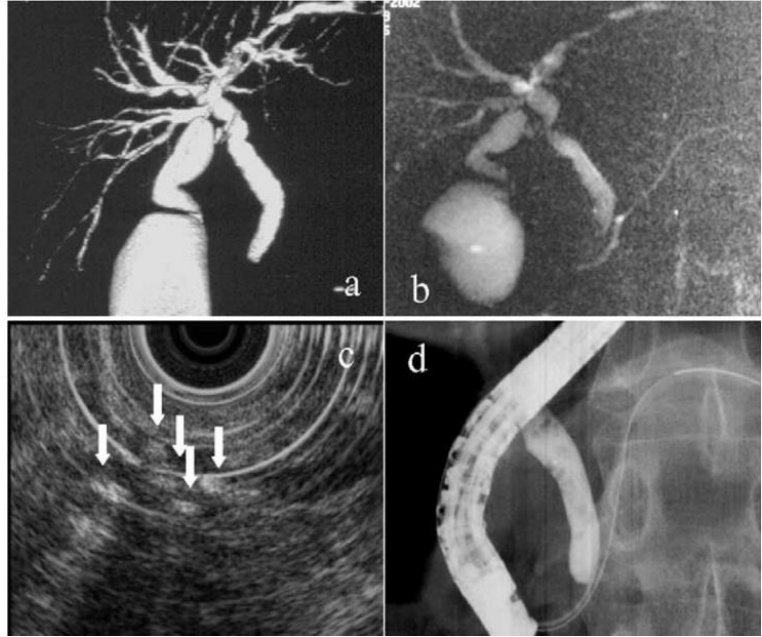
Estudios diagnósticos en coledocolitiasis. a: colangiografía con TC helicoidal. b: MRCP. c: EUS, las flechas muestran múltiples y pequeños litos en la vía biliar. d: CPRE. (Fuente: Kondo S, Isayama H, Akahane M, et al. Detection of common bile duct stones: Comparison between endoscopic ultrasonography, magnetic resonance cholangiography, and helical-computed-tomographic cholangiography. *Eur J Radiol.* 2005;54(2):271–5).
